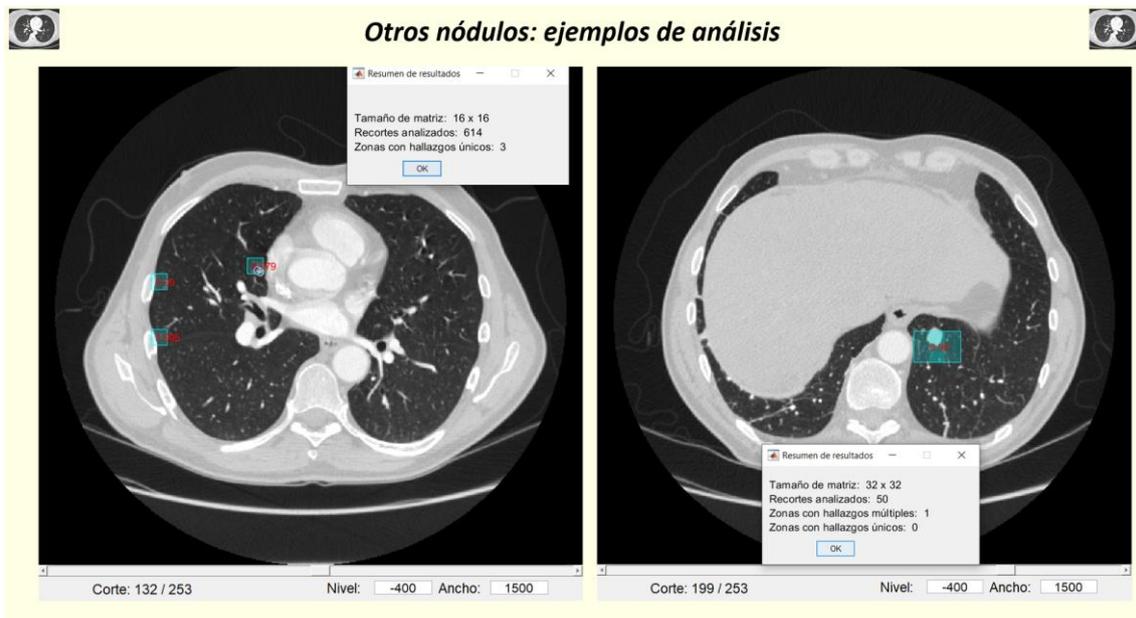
Casos TC de tórax. Caso 15: otros nódulos
